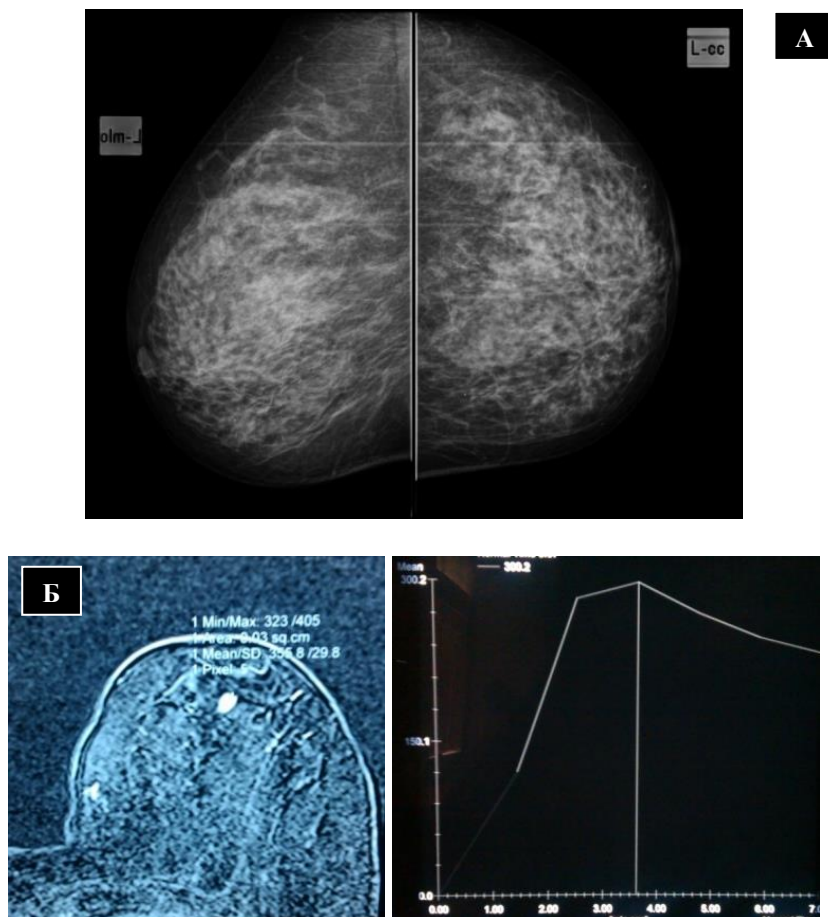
Результаты маммографии (А) и МРТ (Б) пациентки с мутацией в гене *BRCA1*.
